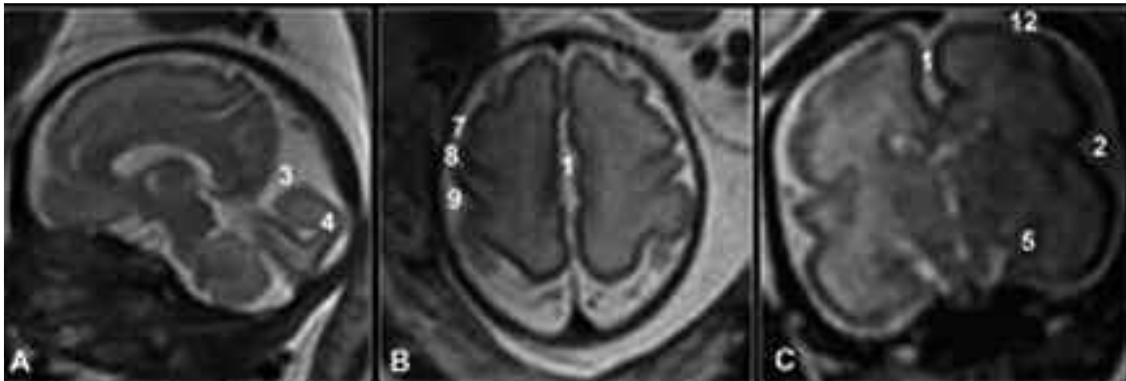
Sulcación del cerebro fetal en RMN en la semana 29 de gestación: (A) Sagital SSFSE T2; (B) Axial SSFSE T2; (C) Coronal SSFSE T2. En la semana 29 de gestación los surcos precentral (7), central (8) y postcentral (9) así como frontal superior (12) serían visibles. El surco central alcanzaría la mitad de su profundidad en el hemisferio cerebral. Fuente: Tomado de Recio et al., 2010
